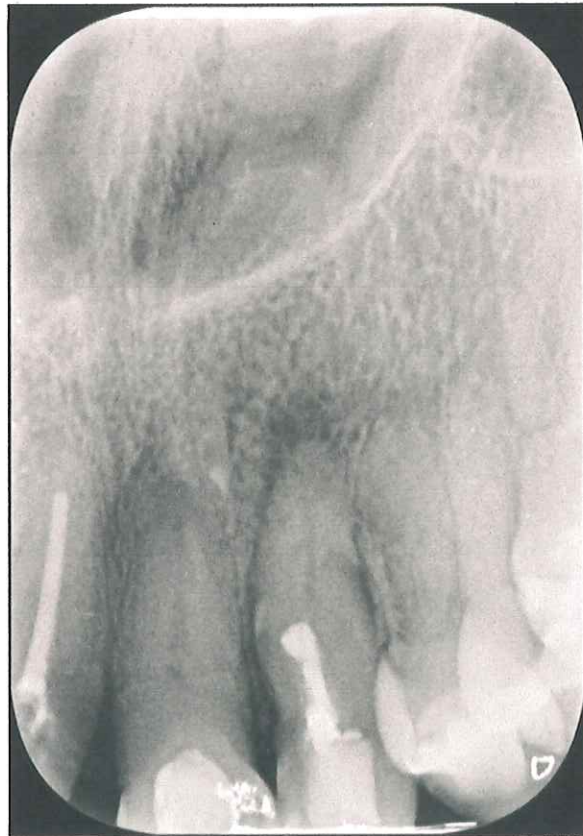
Radiografía inicial diente 22. Dens in dente tipo II de Ohelers. La invaginación con material de obturación se extiende hasta el tercio medio de la raíz. El conducto principal es visible hasta el tercio medio.
